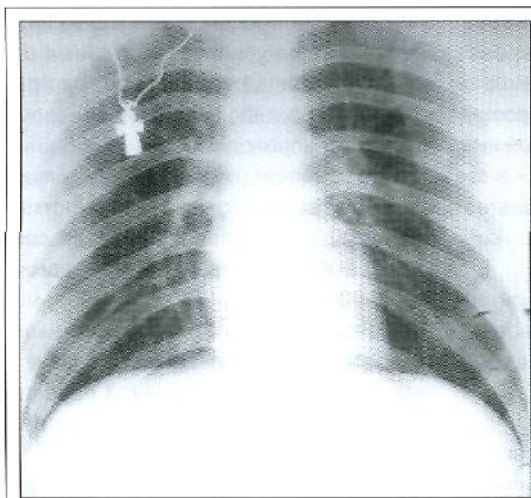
Рентгенография грудной клетки больного III. при поступлении
